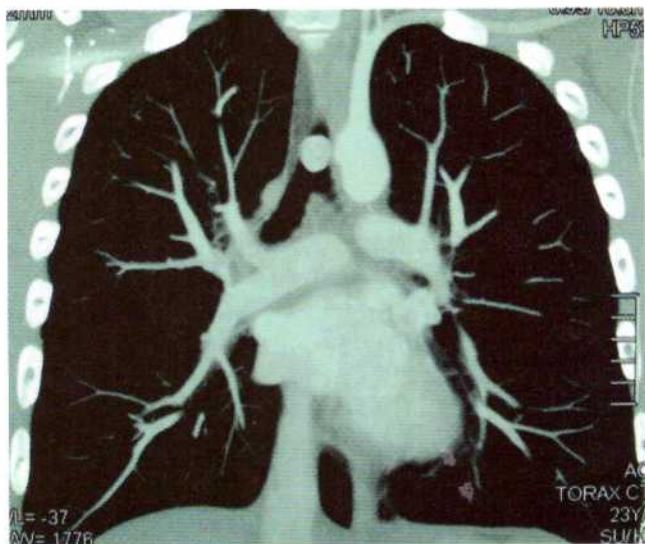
Corte coronal en TAC de tórax.
